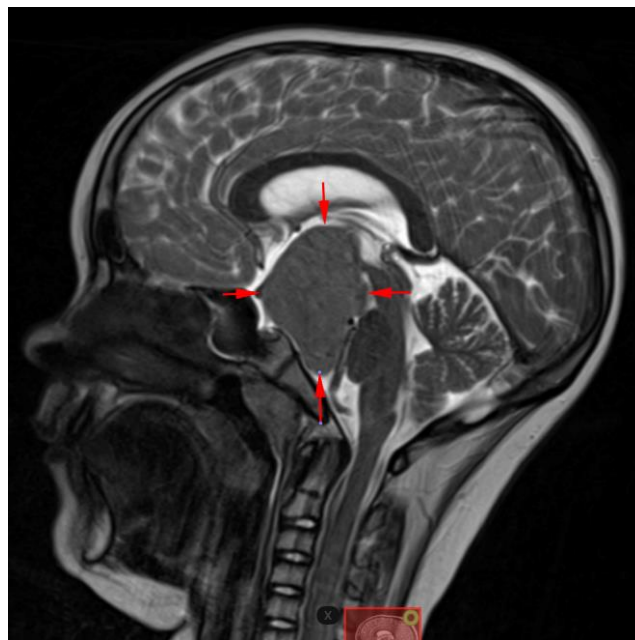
Пациент П, 6,5 лет. МРТ головного мозга. Имеется образование в хиазмальной области с четкими ровными контурами
